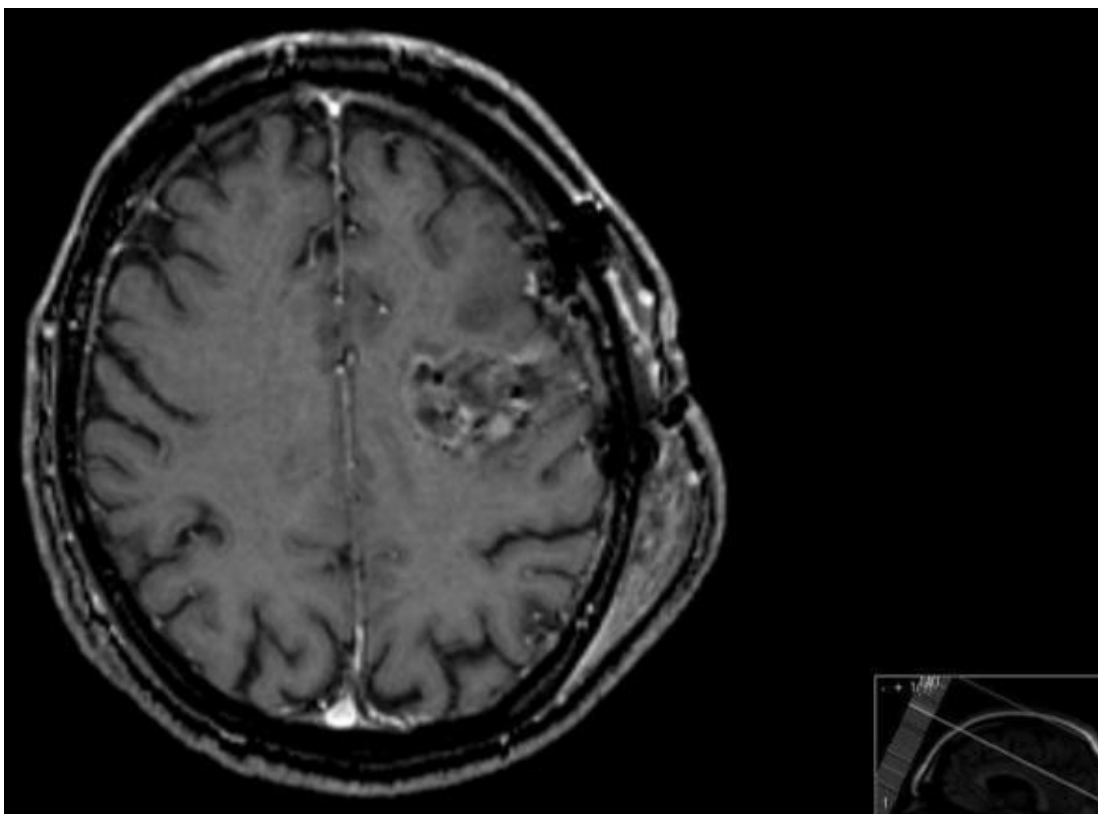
Ressonância Magnética cerebral pós cirurgia.
